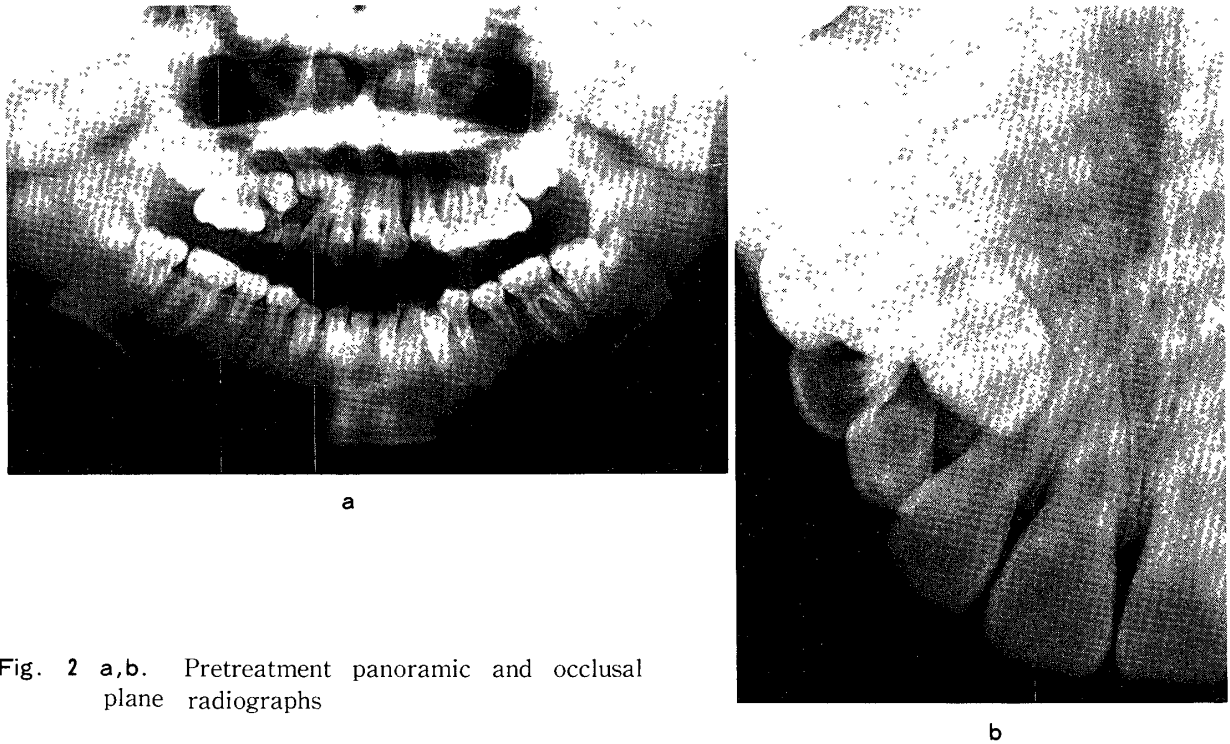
a,b. Pretreatment panoramic and occlusal plane radiographs
